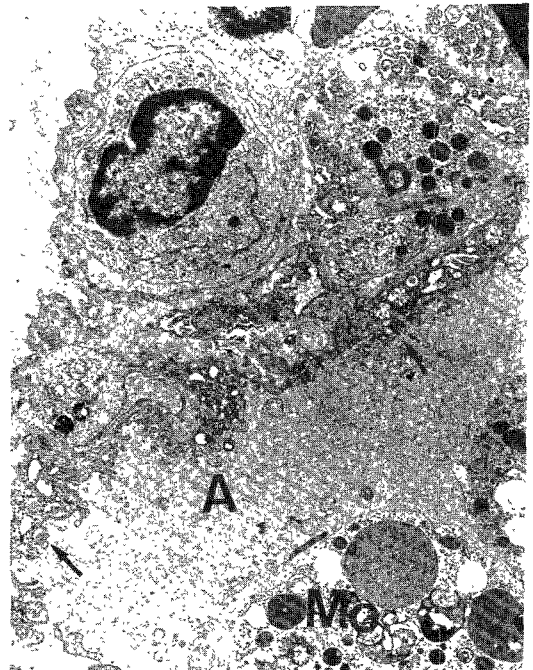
X-ray 20 Gy and Cis-DDP($\times 6800$) :
